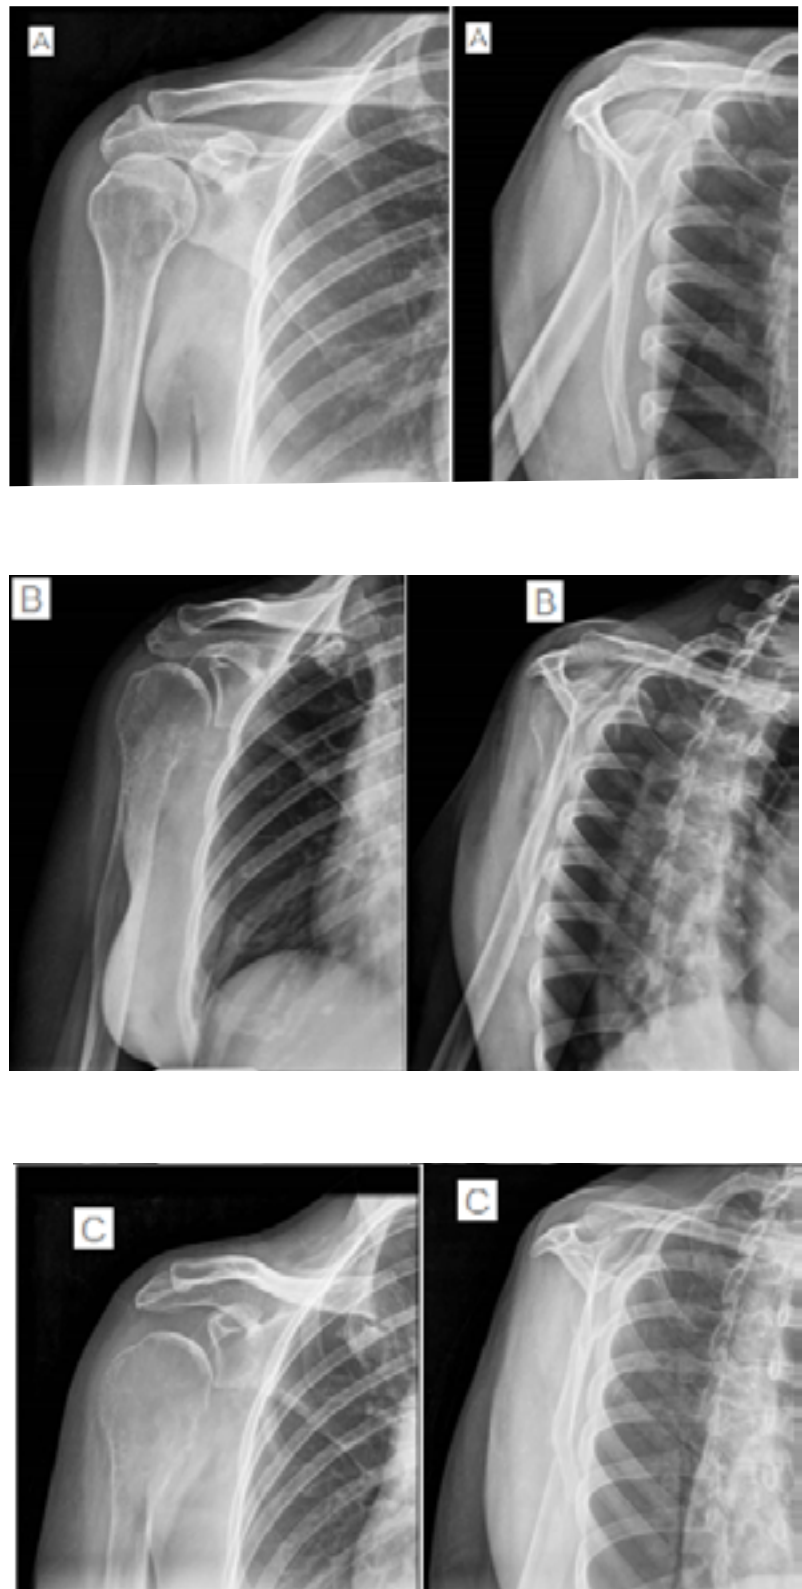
Radiografia do ombro direito evidencia evolução de lesão lítica meta epifisária umeral. A: primeiro atendimento em janeiro/2018; B e C: evolução no mês de março/ 2018.
